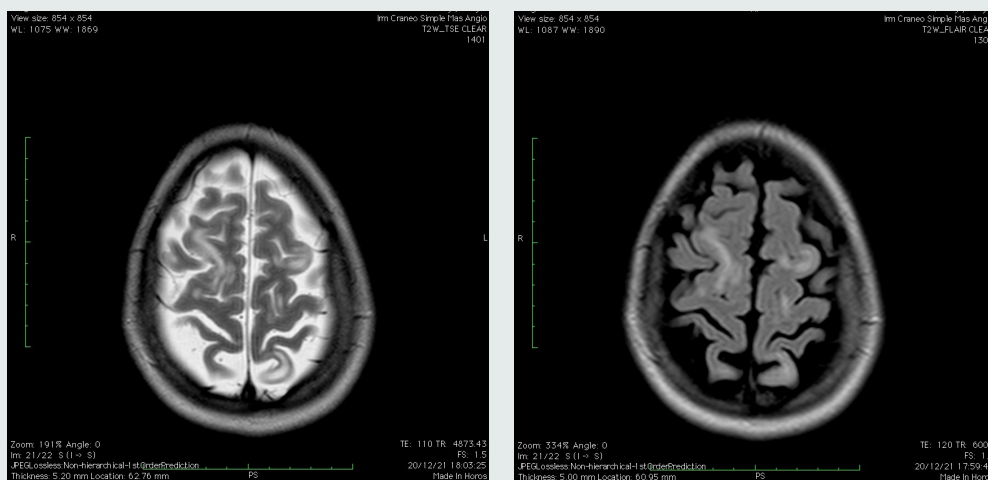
T2 axial, 1B FLAIR axial. En giro frontal superior y parietal superior de manera bilateral se observa hiperintensidades difusas cortico-subcorticales.
